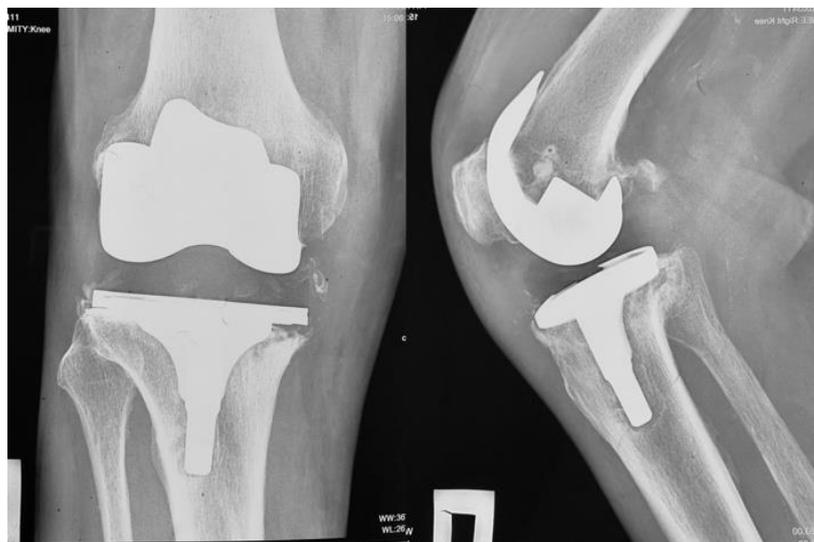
Рентгенограмма пациента 2-й группы перед операцией
